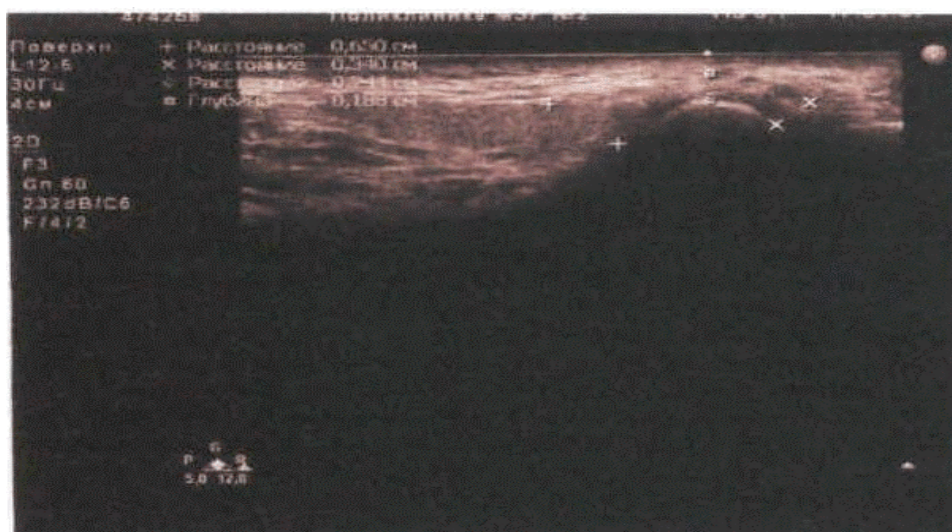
Вид сустава на УЗИ
